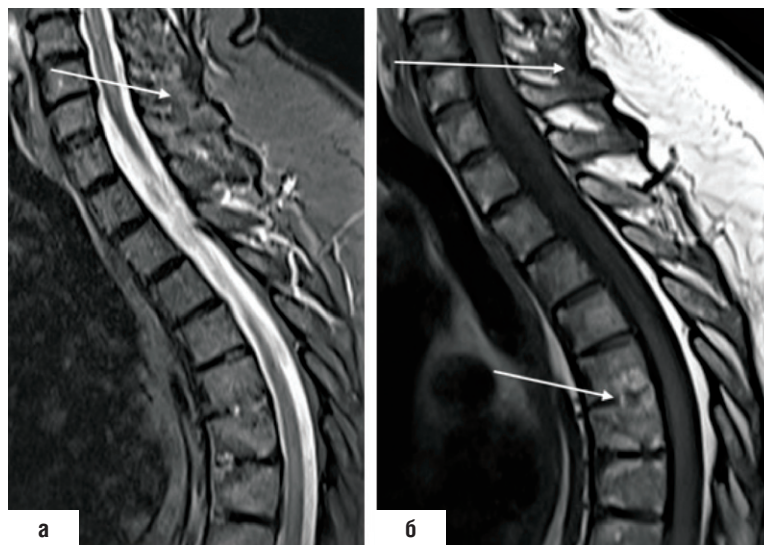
МРТ позвоночника в режимах STIR (а) и T1 (б): показаны структурные изменения в телах поясничных позвонков; задние межпозвонковые анкилозы тел позвонков (снимки из фильмотеки А.В. Смирнова)
